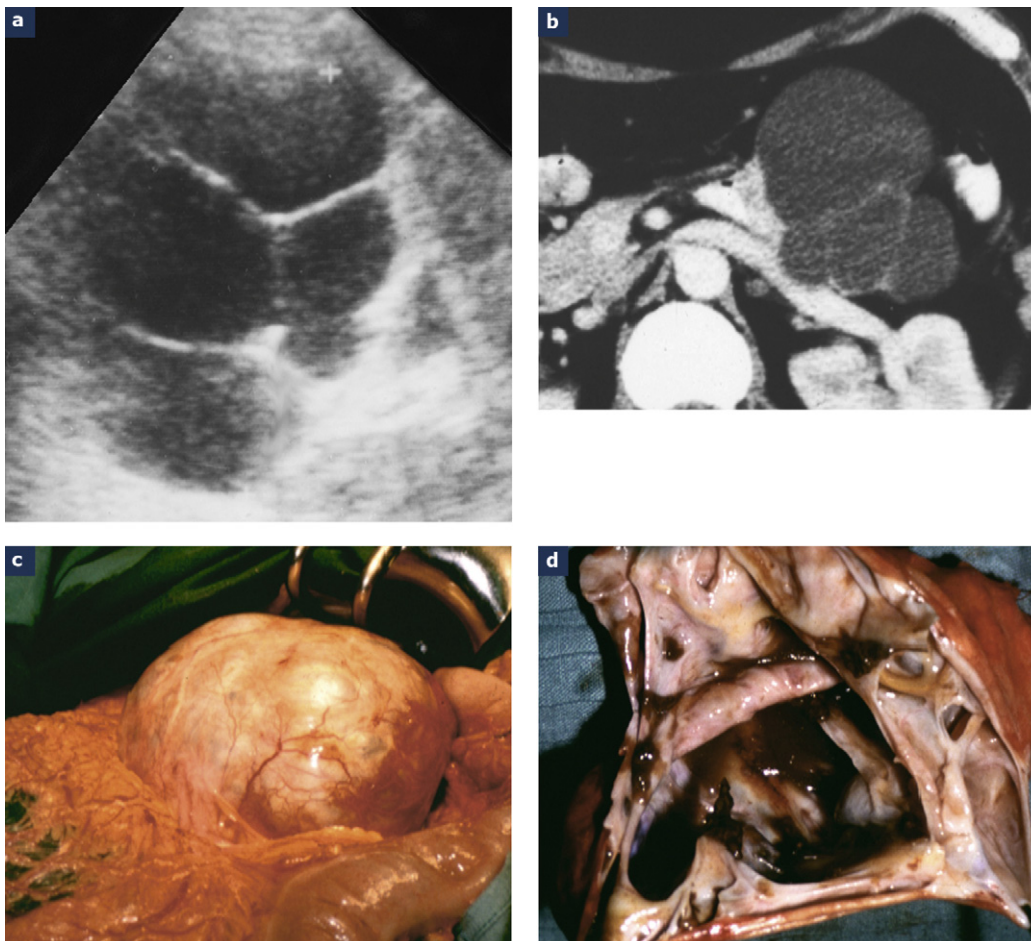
Tumeur kystique mucineuse du pancréas : a : l'échographie transpéritéale montre clairement le caractère liquidien des macrokystes et les cloisons d'épaisseur régulière qui les séparent, pas de bourgeon charnu évident ; b : le scanner montre également mais plus difficilement les cloisons séparant les différents locules de cette tumeur mucineuse du pancréas corporeo-caudal ; c : vue opératoire ; d : l'ouverture de la pièce confirme la présence de cloisons et l'absence de nodule charnu macroscopique.
